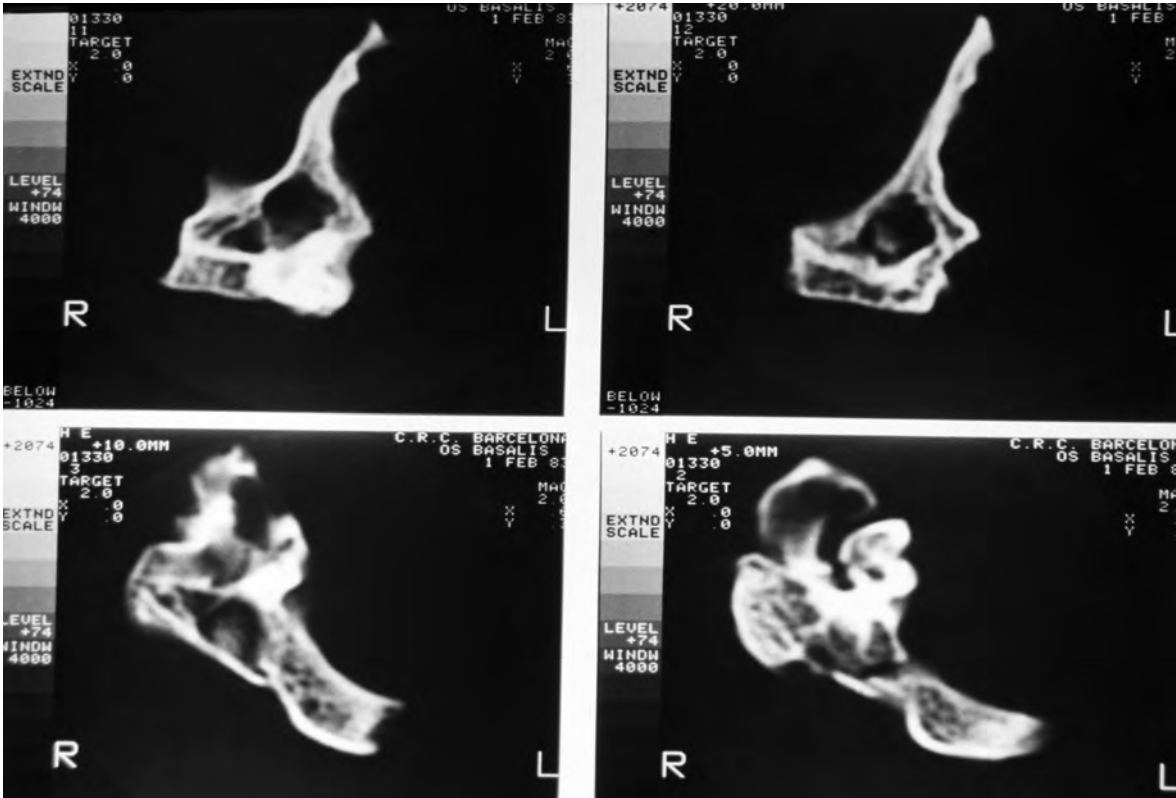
Diverses imatges de TC del cas de Clunia.
